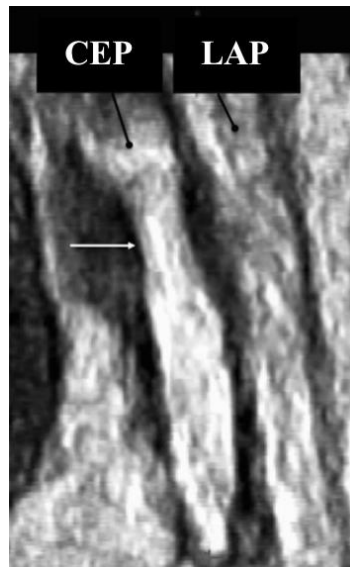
Aspect d'une DQ de type II à l'échographie 3D. Nous remarquons un effet constrictif sur le tendon CEP (flèche blanche), alors que le tendon LAP a une apparence normale [72].
